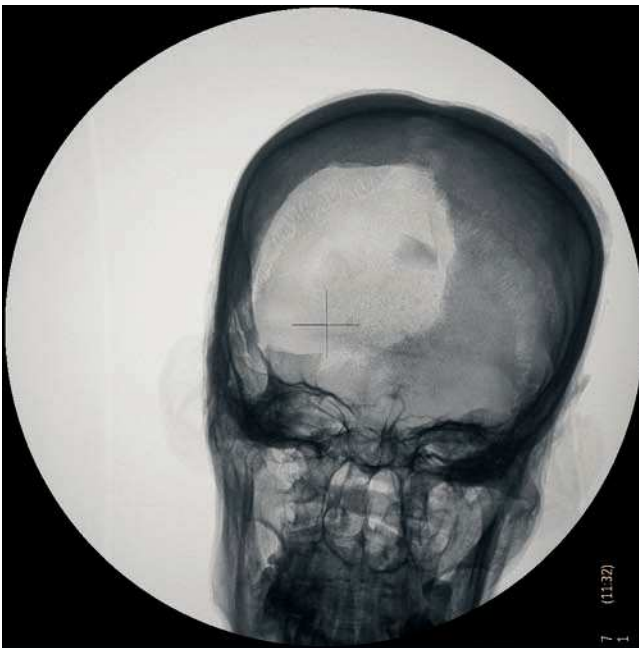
Radiografía de cráneo anteroposterior. Signos de excerebración con fractura de la lamina cribosa y apófisis crista galli. Fractura de la calota craneal por expoliación.
